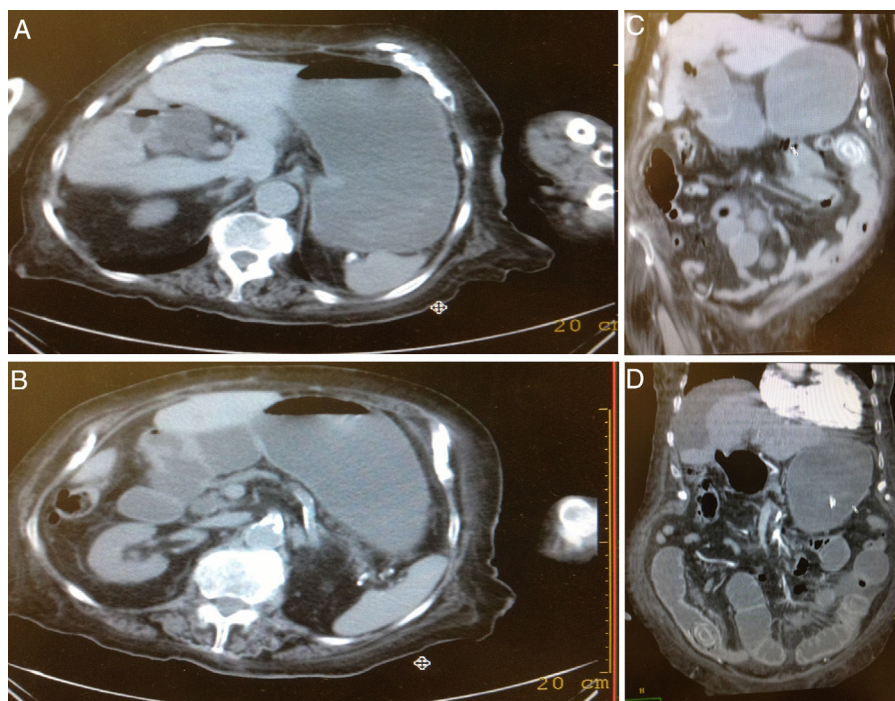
Tomografía simple y contrastada de abdomen. A) Corte axial donde se observa distensión gástrica, neumobilia y aire intravesicular. B) Corte axial inferior donde persiste distensión gástrica, distensión de duodeno y visualización de fístula colecistoduodenal. C) Corte coronal donde se visualiza fístula colecistoduodenal, distensión gástrica y duodenal, proximales al sitio de obstrucción, lito intraluminal y colapso de asas distales. D) Corte coronal contrastado 13 días posteriores, encontrándose distensión gástrica con sonda nasogástrica y migración distal de lito intraluminal. Sin encontrar otro lito en el resto del estudio.
